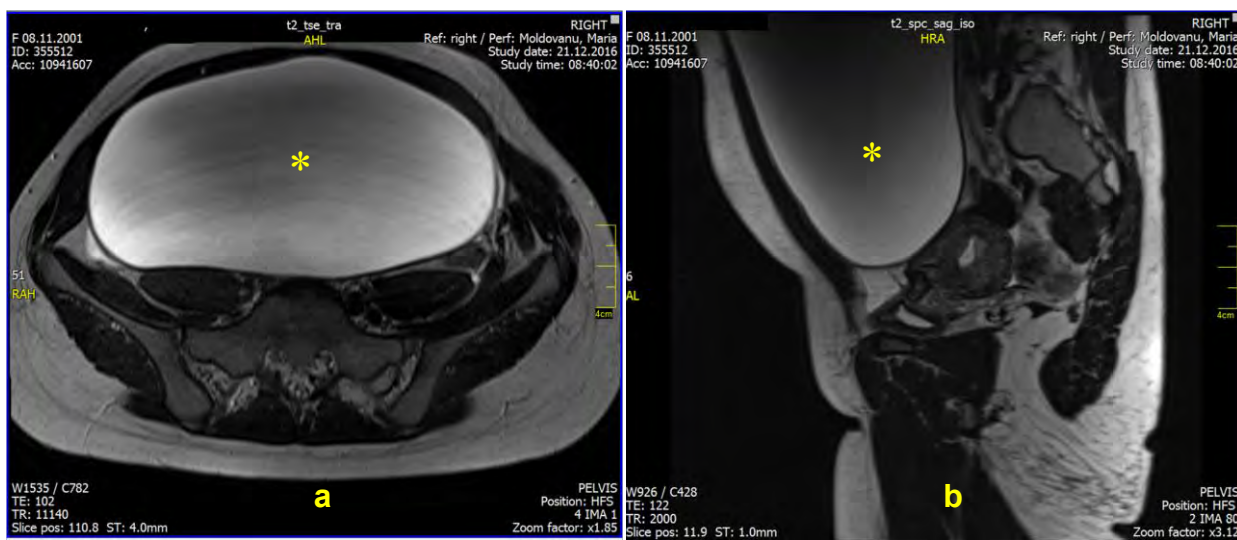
IRM (T2W) (a) proiecție axială, (b) proiecție sagitală: chistadenom seros gigantic (321x265x194 mm) a ovarului stâng (*)
